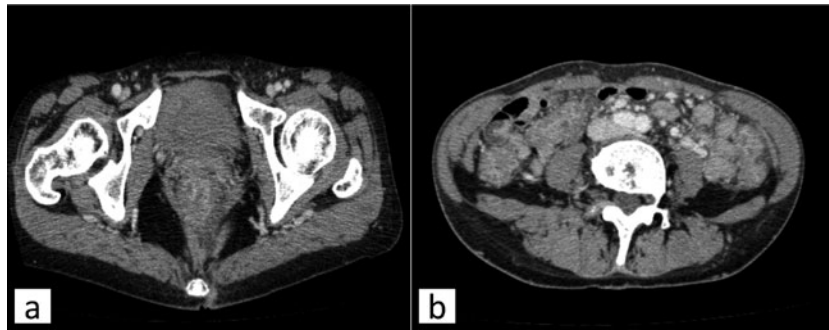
腹部造影CT. (a) 直腸に全周性の腸管壁肥厚と壁造影効果の増強を認める. (b) 下行結腸, 横行結腸, 上行結腸にも同様の所見を認める.
